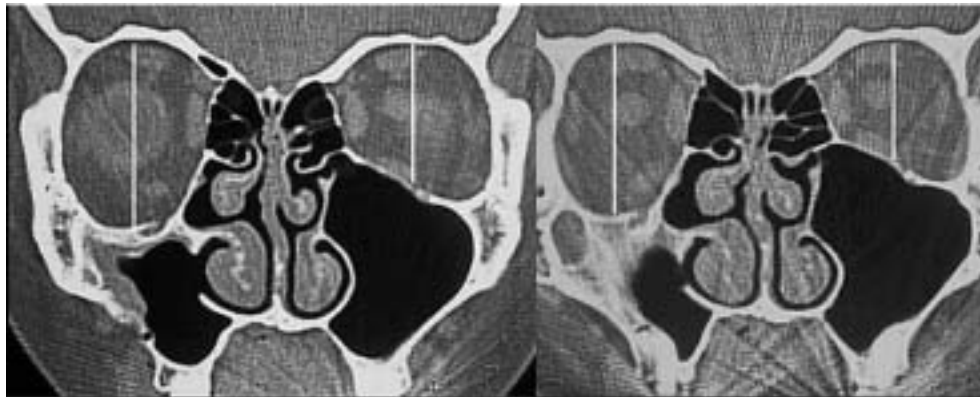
Paciente 1. Tomografía computarizada orbitaria en proyección coronal. Expansión de la órbita derecha al favor de la reducción de volumen del seno maxilar. Mínimo engrosamiento mucoso.
